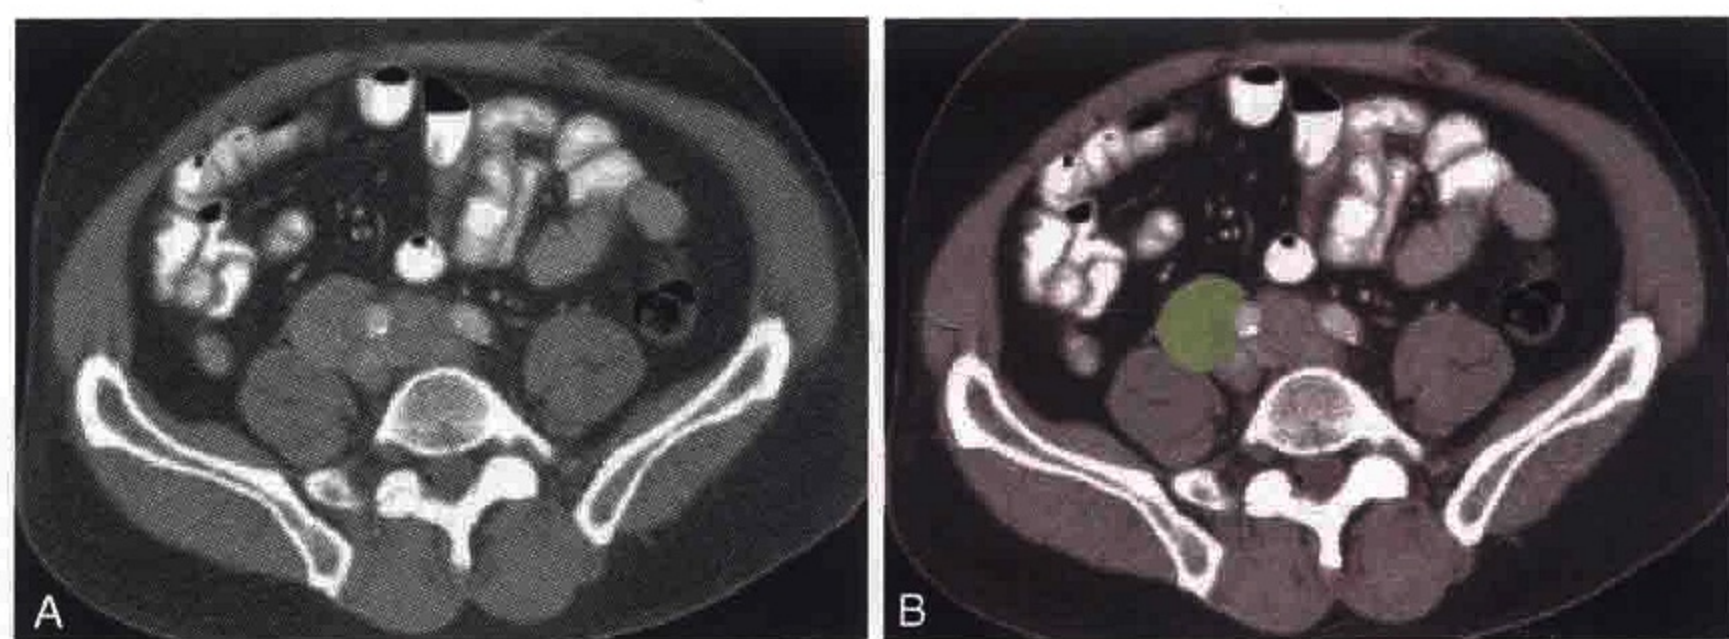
横轴位 CT 示髂总淋巴结肿大（绿色）
